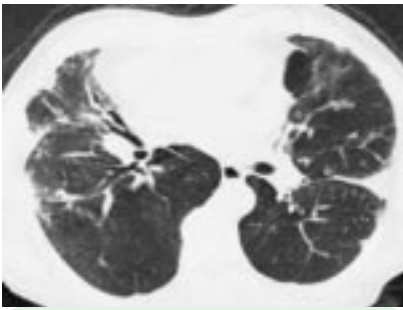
КТ. Криптогенная организуемая пневмония. Участки уплотнения легочной ткани неправильной формы в кортикальных отделах обоих легких у больного с клинической симптоматикой затяжной пневмонии.
